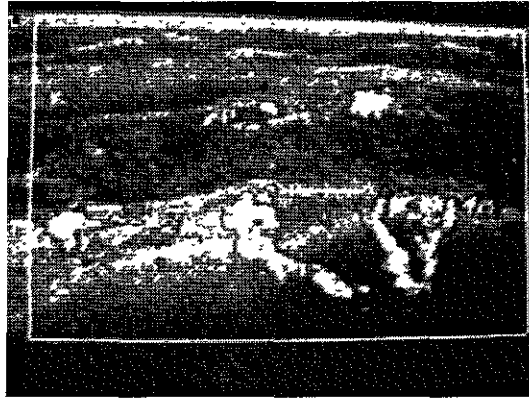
Paciente masculino de la cuarta década de la vida, con aumento de volumen y dolor en rodilla derecha Imagen Doppler poder con eco-realizador, donde se observan más de 3 vasos periféricos, en este caso con extensión intra-óseo, acompañado de aumento de volumen de partes blandas
